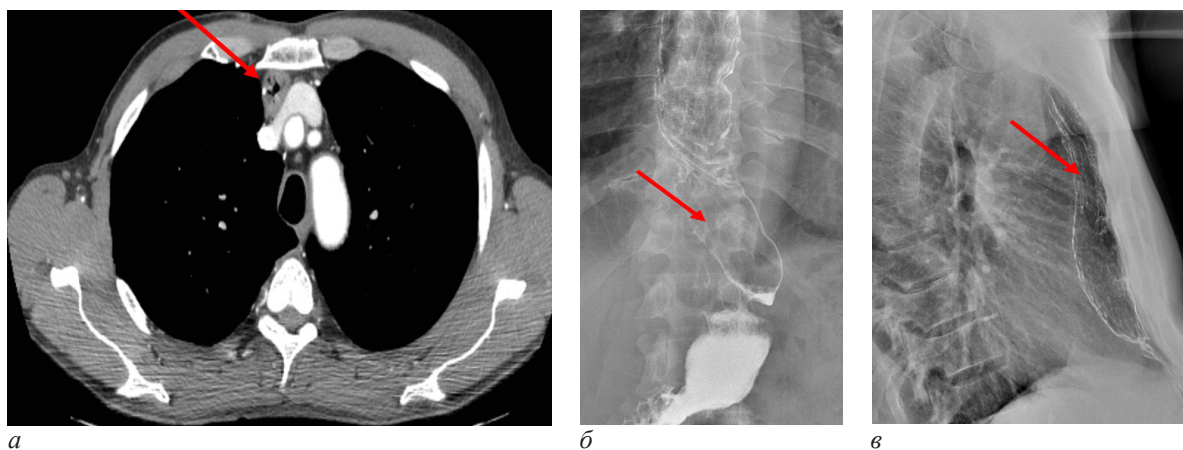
4 года после операции. Компьютерная томография (а), рентгенография пищевода в прямой (б) и боковой (в) проекциях. Узкий желудочный стебель, расположенный ретростернально, указан стрелкой
